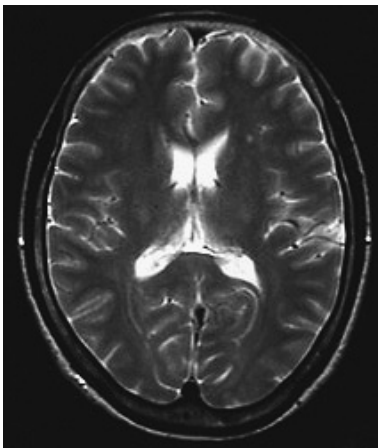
Repeat imaging as shown in figure 1 performed 14 days later. A T2-weighted image demonstrated complete resolution the abnormalities.
